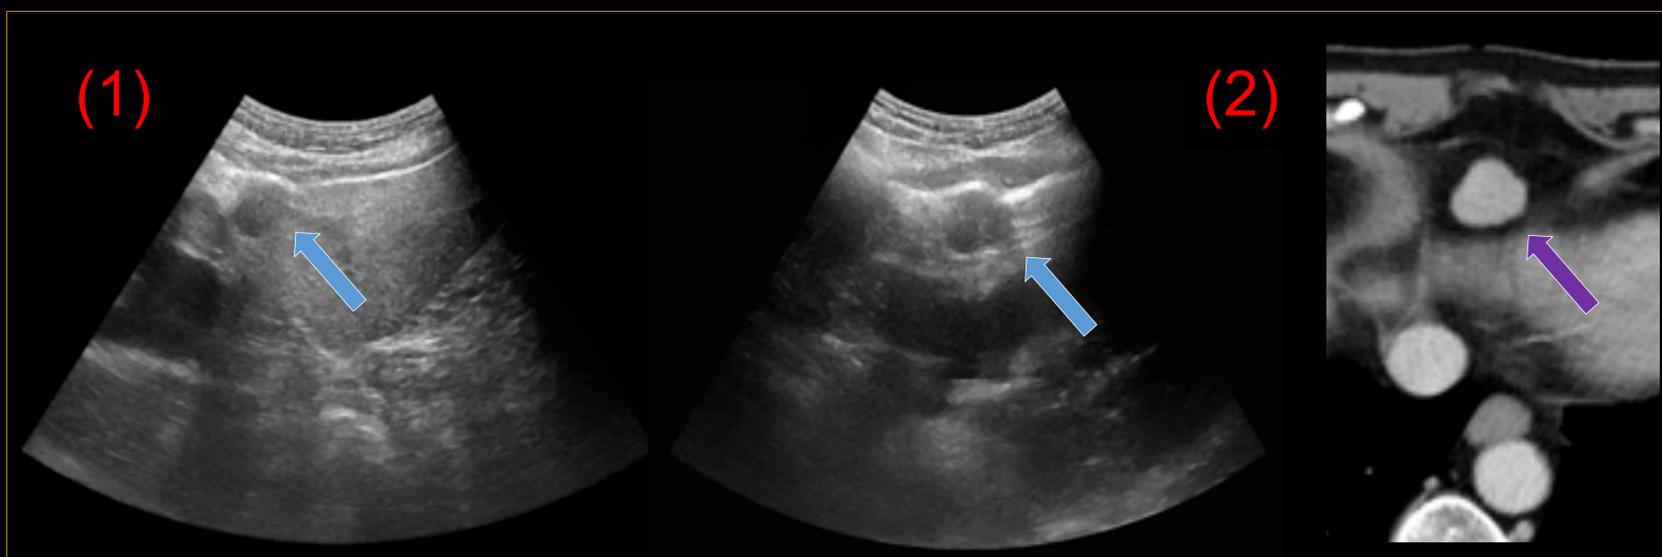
Bazo accesorio perihepático. Paciente con alteración de las pruebas de función hepática. Imágenes: ecografía abdominal (1) y TC de abdomen con contraste, corte axial (2). Lesión hipoecoica de bordes bien delimitados (→). En el TC se demostró localización extrahepática y patrón de captación de contraste similar al del bazo (→).
